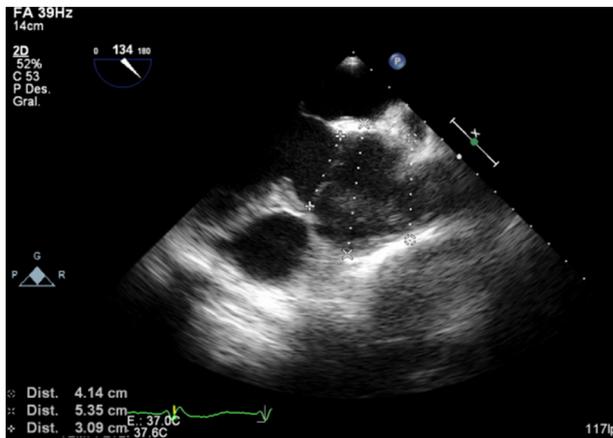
Ecocardiografía preoperatoria. Medición de la unión sino-tubular, senos de Valsalva y anillo aórtico.
